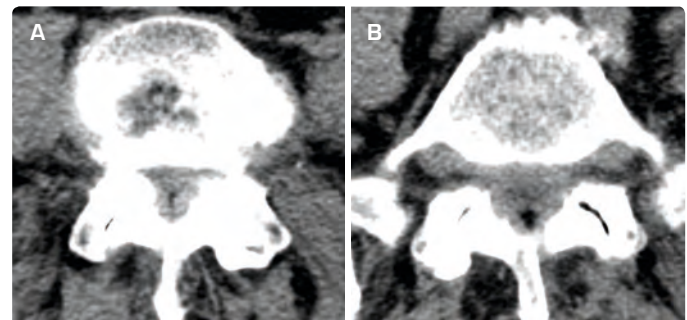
TYPICAL AXIAL SLICES OF PREOPERATIVE SOFT TISSUE WINDOWED CT SCAN AT THE LEVEL OF LIV/V AND LV/SI
